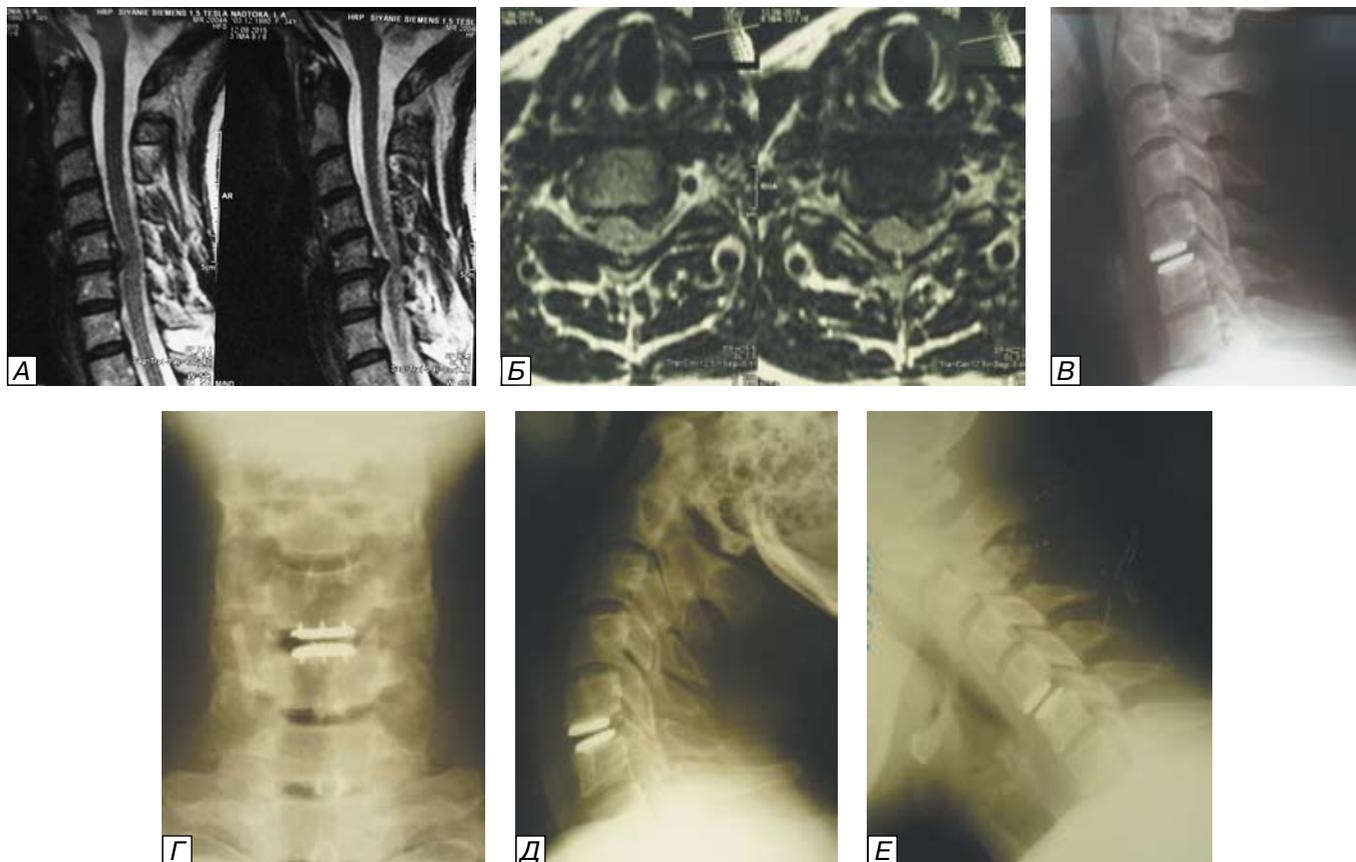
Данные лучевых методов обследования больной М., 34 лет, с секвестрированной «мягкой» грыжей межпозвонкового диска на уровне C5-C6: а) МРТ в сагиттальной и б) аксиальной плоскостях, T2-ВИ до операции. Определяется левосторонняя секвестрированная грыжа межпозвонкового диска, компримирующая спинной мозг и левый корешок С6; в) послеоперационная боковая, г) прямая, д) боковая в положении сгибания и е) боковая в положении разгибания рентгенограммы шейного отдела позвоночника этой же пациентки через 12 мес после операции. Искусственный межпозвонковый диск занимает корректное положение и функционирует (выполняет свою динамическую функцию).
